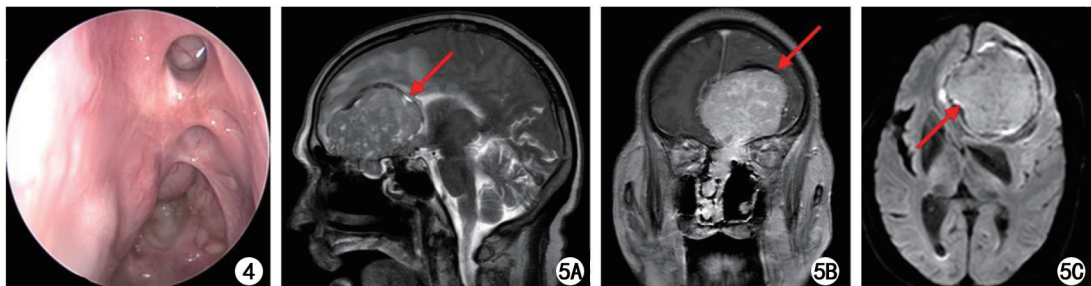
术后 40 d 鼻内镜检查 图 5 2020 年 4 月颅脑 MRI 影像(箭头示病灶部位) 5A:T2WI 矢状位;5B:T1WI 冠状位;5C:DWI 水平位
